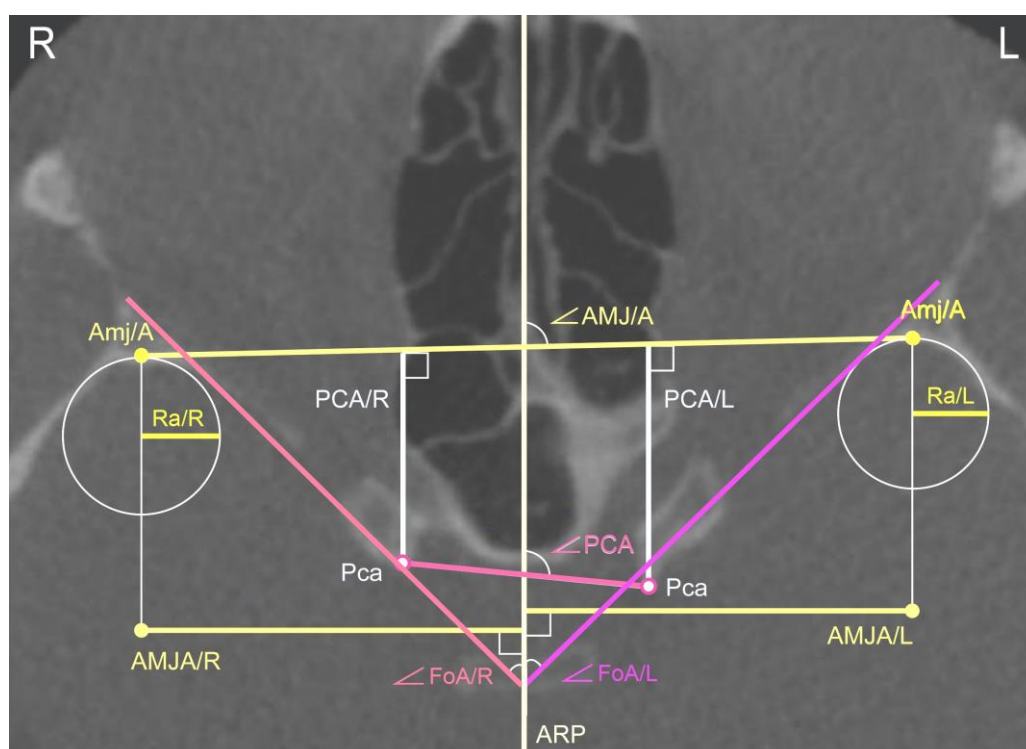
КЛК-томограмма в аксиальной проекции на уровне точки Pca: референтная линия ARP; длина (AMJA) и положение (угол AMJ/A) больших крыльев; ширина больших крыльев (PCA); форма (Ra) и положение (угол FoA) больших крыльев (справа —, слева —); положение передних наклоненных отростков (угол PCA); L – левая сторона; R – правая сторона
